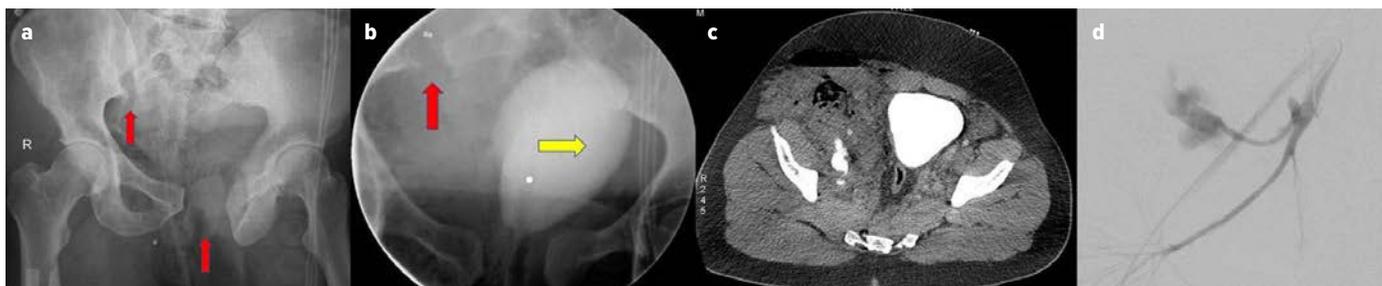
Instabile Beckenringfraktur mit Zerreißen des vorderen und hinteren Beckenrings (a). Die Dislokation der Harnblase im Rahmen der retrograden Urethrozystografie gibt bereits Hinweise auf eine intrapelvine unilaterale Raumforderung (b), welche sich in der kontrastmittelgestützten CT als massive arterielle Blutung rechts herausstellt (c). Als primäre Maßnahme wurden in diesem Fall die blutenden Gefäße auf der interventionellen Radiologie identifiziert und die Blutungen mittels Angioembolisation gestoppt (d)
